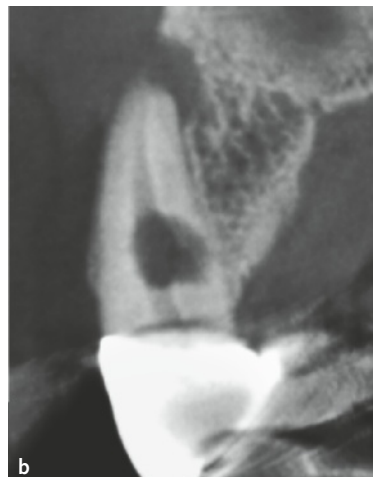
bis c Röntgendiagnostik zur Bestimmung der Lage der Resorption: a) Am Zahn 13 liegen eine apikale Aufhellung und im mittleren Wurzel Drittel eine unregelmäßige Aufhellung mit leicht exzentrischer Lage vor; es besteht der Verdacht auf eine externe Resorption. b und c) Auf der DVT-Aufnahme lässt sich in zwei kugelförmigen Ausdehnungen die intern begrenzte Resorption nachweisen und damit die Verdachtsdiagnose einer externen Resorption verwerfen.
